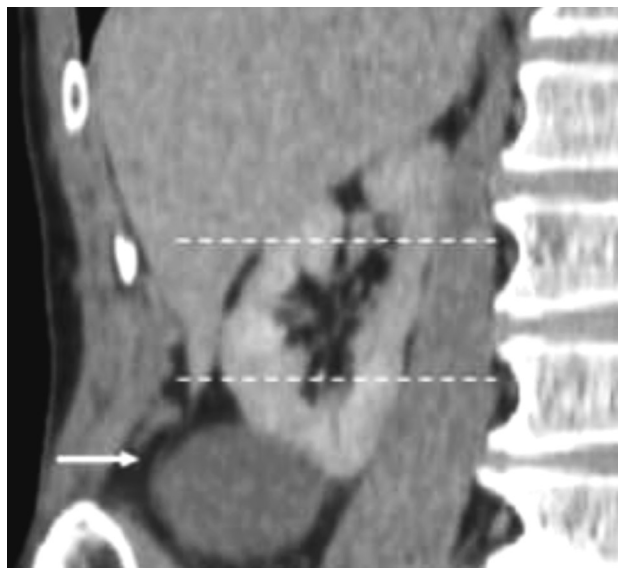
Пациент В., 65 лет, история болезни № 18731-783. МСКТ с контрастированием, нефрографическая фаза, коронарный скан. Объемное образование правой почки (белая стрелка) исходит из нижнего сегмента (белыми штриховыми линиями обозначены полярные линии, проходящие вдоль верхней и нижней границ синуса почки, условно разделяя почку на три сегмента), чашечно-лоханочная система почки в опухолевый процесс не вовлечена
